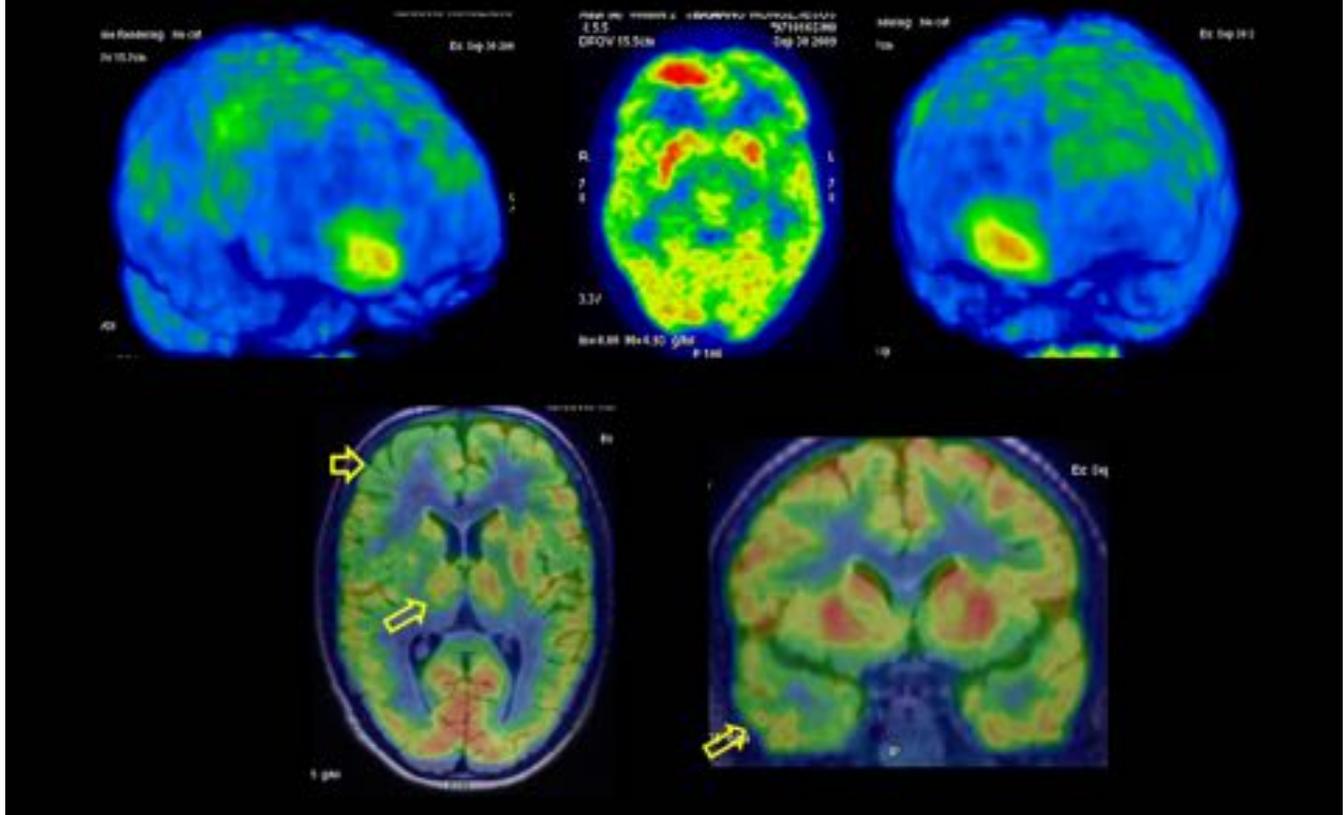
PET ictal en DCF fronto-basal
